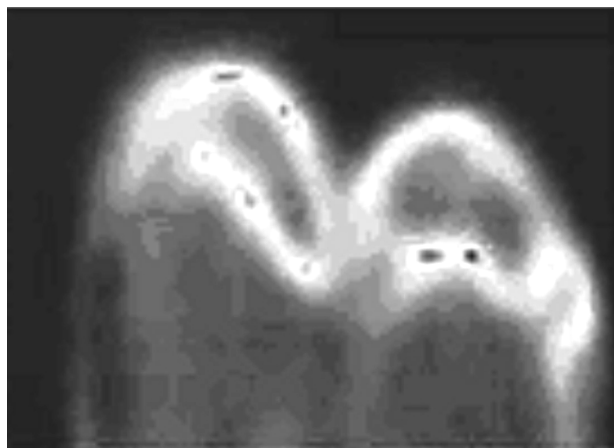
Фотография среза зуба (*a*) и его рентгеновское изображение с высоким разрешением (*b*)
